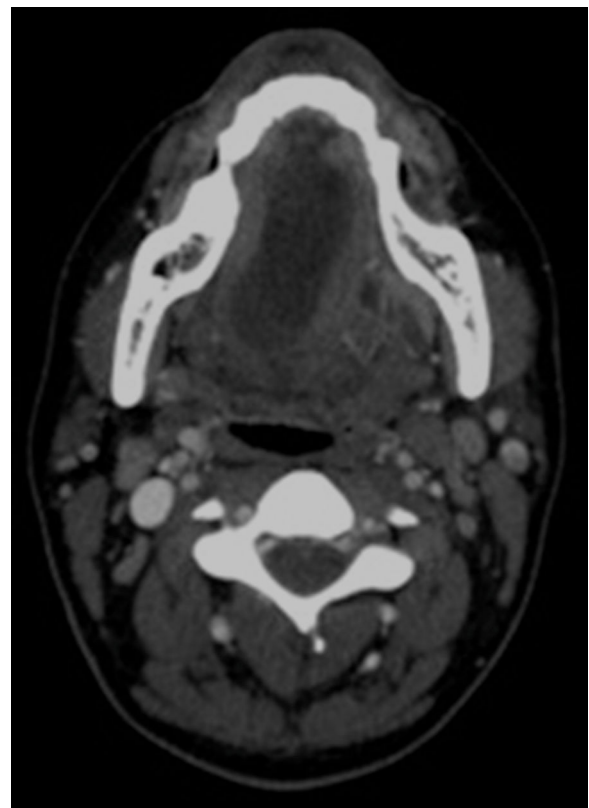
TC. Corte axial donde se observa una masa unilocular, ovalada, de baja densidad (densidad líquido), confinada al espacio sublingual en relación con ránula simple.
